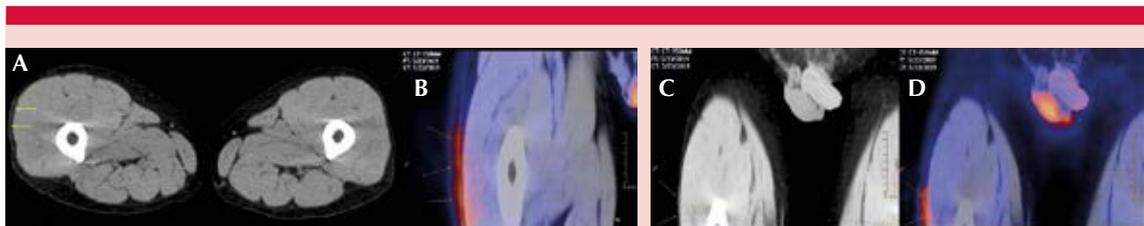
Cortes de axiales de tomografía. Se observa sutil engrosamiento de la piel en la cara lateral del muslo derecho (A). Con la administración de FDG se observa captación anormal del radiofármaco que confirma transformación a neoplasia de alto grado (B). En la reconstrucción coronal con MIP se observa engrosamiento de la piel, imperceptible en el lado contralateral (C) y la captación con FDG con extensión cráneo-caudal parcialmente incluida (D). En el estudio no se identificaron otros focos de captación patológica.
